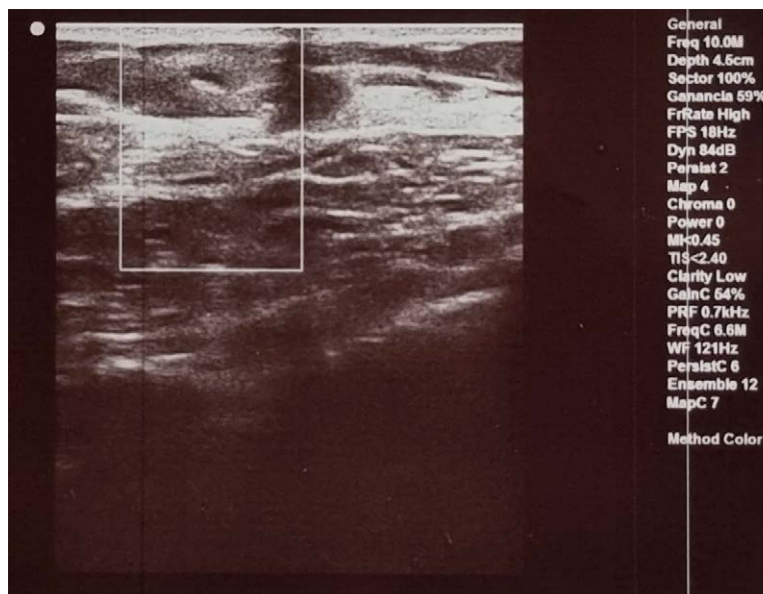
Ecografía de seno con transductor lineal de tiempo real de alta resolución de 14Mhz
